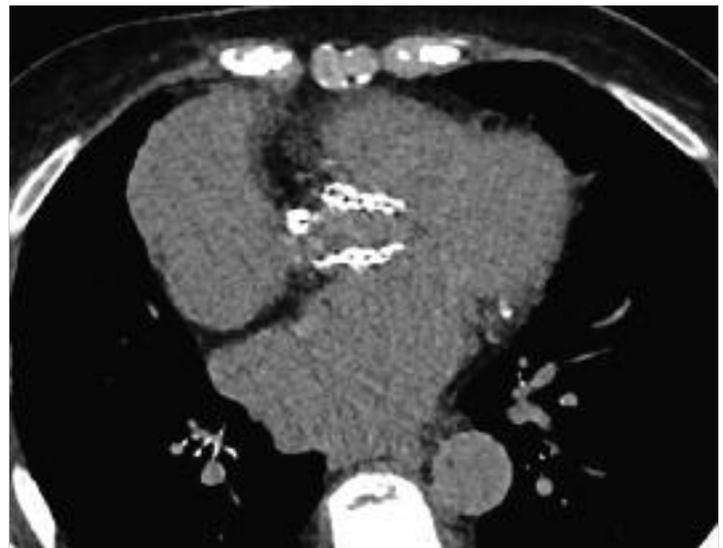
Klappenprothese. Aortenklappenersatz nach Transkatheter-Aortenklappenimplantation in situ bei einer 74-jährigen Patientin. CT.
